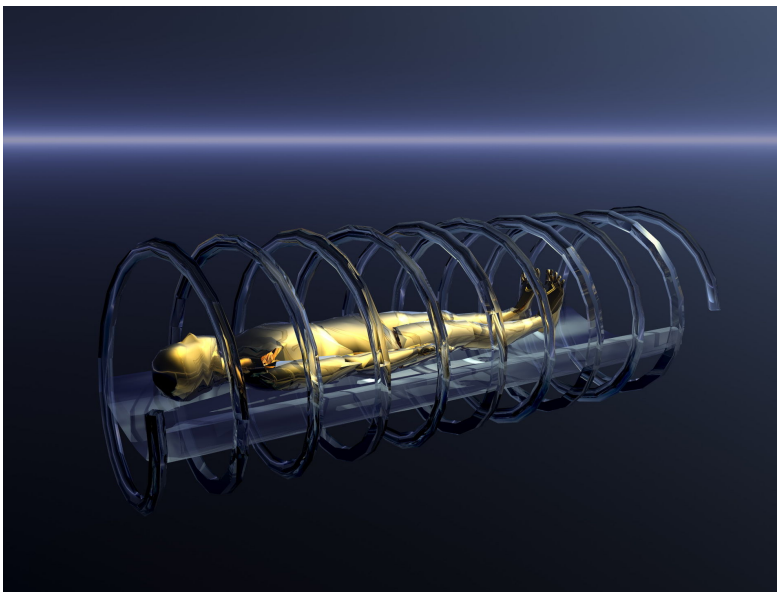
Helicaler Verlauf des der CT-Untersuchung
